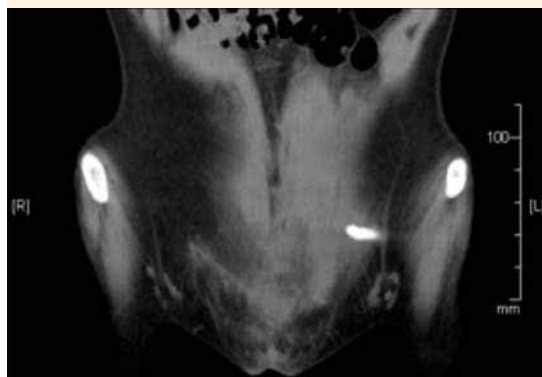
Tomografía, corte coronal con trayecto fistuloso útero-cutáneo.
